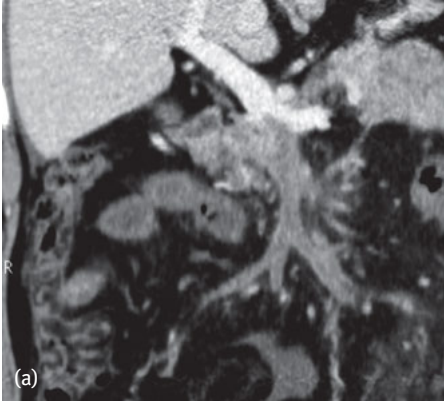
CT-Angiographie des Abdomens mit Darstellung einer akuten Mesenterialvenenthrombose in der coronaren Rekonstruktion. Die Thrombose verschließt die V. mesenterica superior bis vor die Mündung der V. lienalis (a). Es zeigen sich eine ödematöse Wandverdickung, eine Imbibierung des mesenterialen Fettgewebes und Aszites (b).
